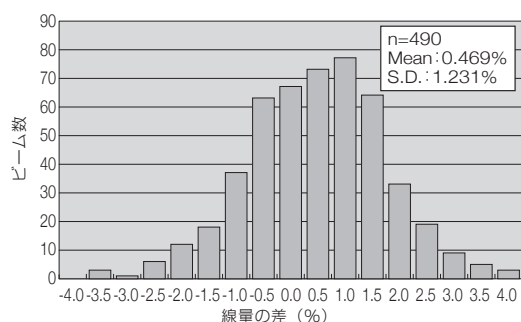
財団の評価線量と施設の申告線量の差 (令和3年のX線_校正条件ビーム。線量の評価プロトコルは財団・施設とも標準計測法12。FFFビームは含まない。)
